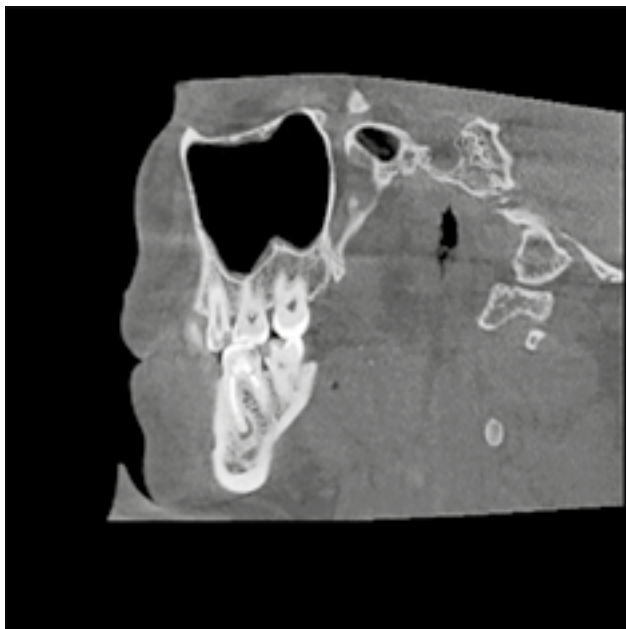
Imagine CBCT a rădăcinii mediale canalul lingual al dintelui 4.6
